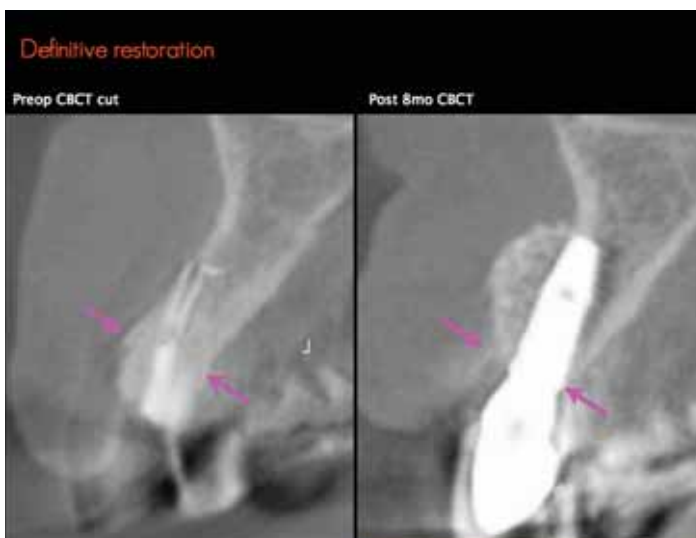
술전과 식립 8개월시 완성 CT를 비교하는 sagittal cut. 화살표가 가리키는 것은 implant top 부위에서의 술전, 술후 labio-lingual dimension의 변화. CRA가 작았기 때문에, alveolar bone housing의 long axis를 따라 심게 되었더라면, abutment screw hole이 치경부 순측 높게 위치해서 필연적으로 긴 치아와 잇몸퇴축이 되었을 것이다.
